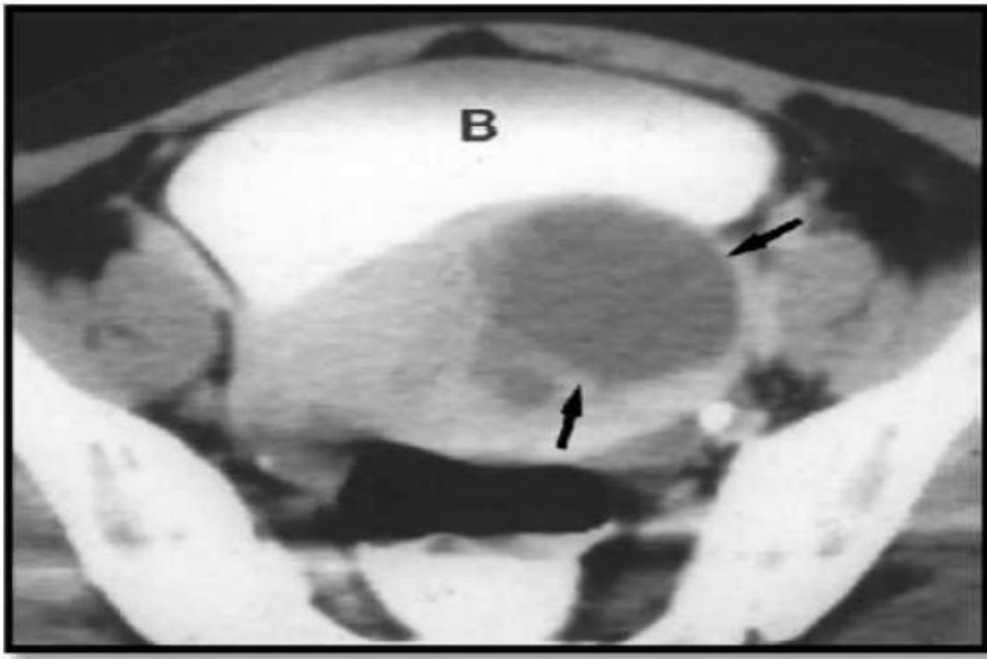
Aspect TDM d'un sarcome du stroma endométrial mimant une pathologie myomateuse bénigne. B : Vessie Coupe scannographique après injection de produit de contraste chez une patiente de 40 ans montrant une masse myométriale hypodense relativement bien limitée (Flèches) en faveur d'un fibrome interstitiel, l'examen anatomopathologique de la pièce d'hystérectomie concluait à un ESS de bas grade. [172]
